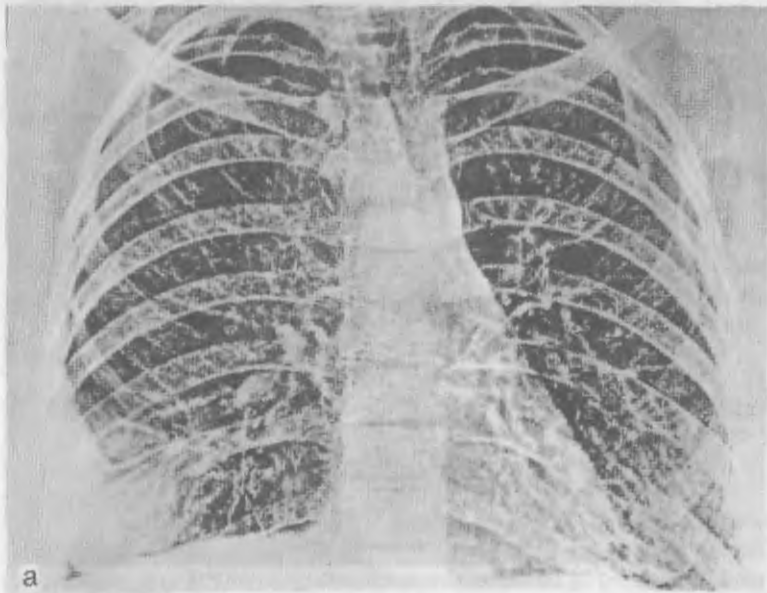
Электрорентгенограммы грудной клетки больной системной склеродермией.
